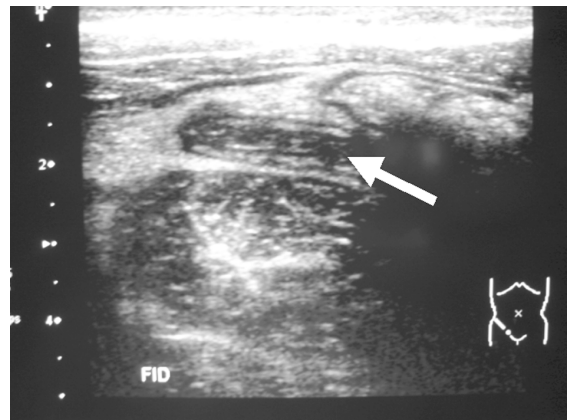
Ecotomografía caso 2, corte longitudinal del apéndice cecal con paredes engrosadas y aumento de ecogenicidad de grasa adyacente (flecha).
